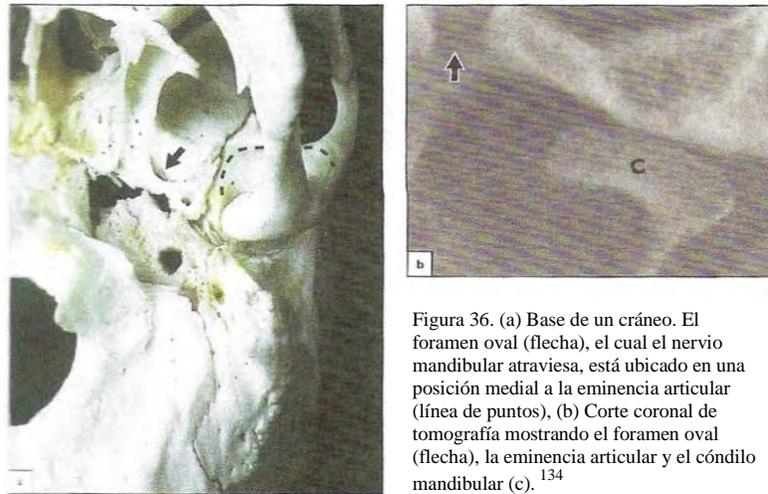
(a) Base de un cráneo. El foramen oval (flecha), el cual el nervio mandibular atraviesa, está ubicado en una posición medial a la eminencia articular (línea de puntos), (b) Corte coronal de tomografía mostrando el foramen oval (flecha), la eminencia articular y el cóndilo mandibular (c).¹³⁴
